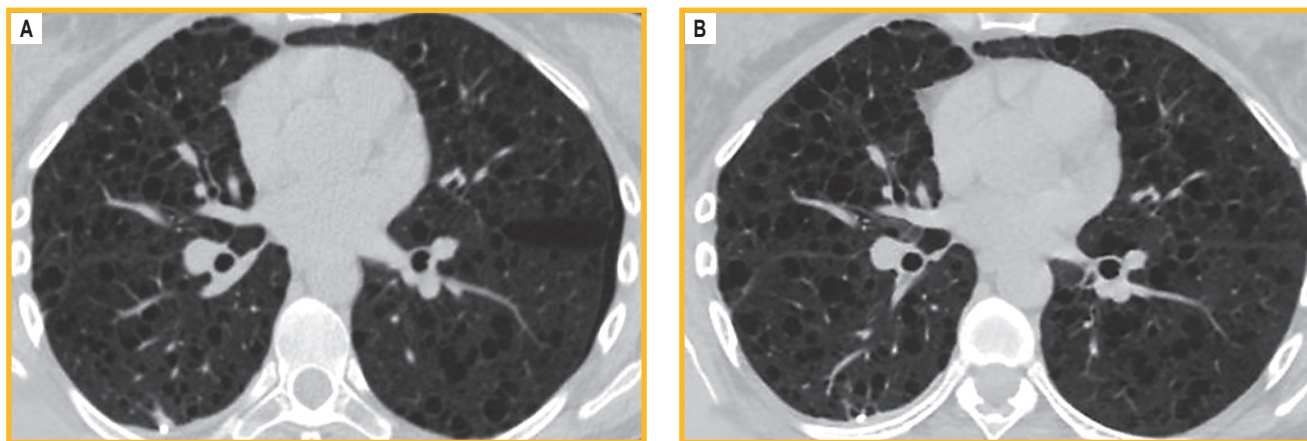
Динамика компьютерной томографии органов грудной клетки: А – от 12.10.20; В – от 06.02.26
